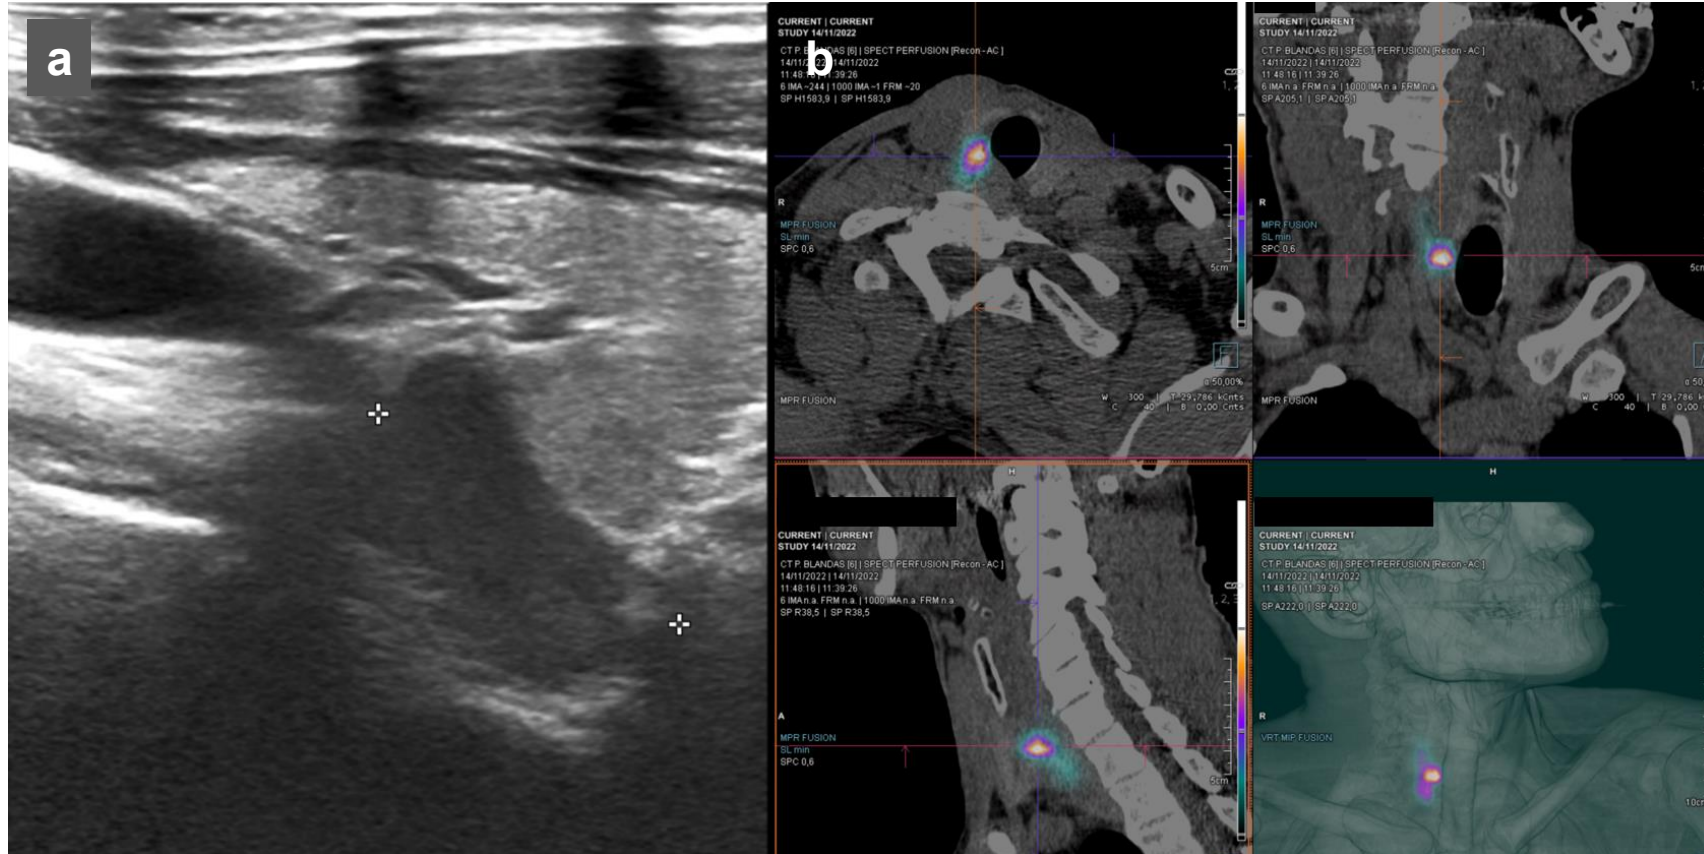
Ecografía (a) y SPECT/TC (b) que muestran un nódulo posterior al lóbulo tiroideo derecho de 17 mm con localización del radiotrazador, correspondiente a adenoma paratiroideo.
